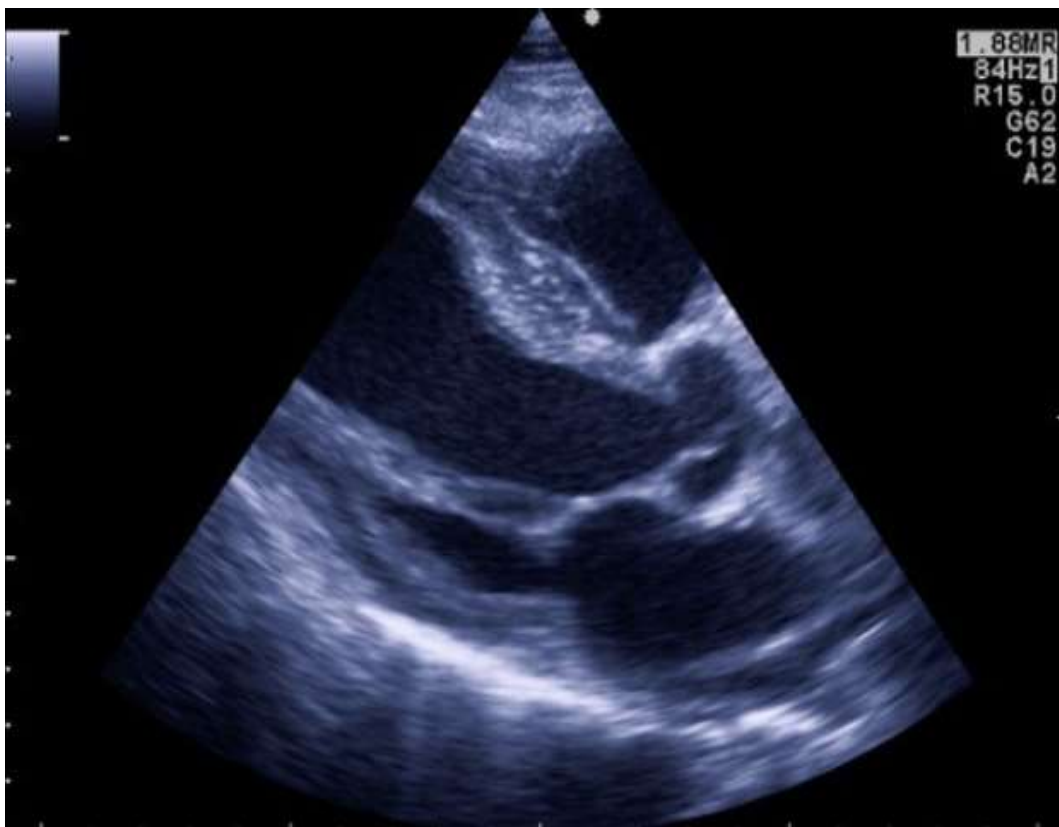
Echokardiografický obraz hypertrofie ľavej komory a perikardiálneho výpotku za zadnou stenou ľavej komory v PLAX (parasternal long axis) projekcii.
